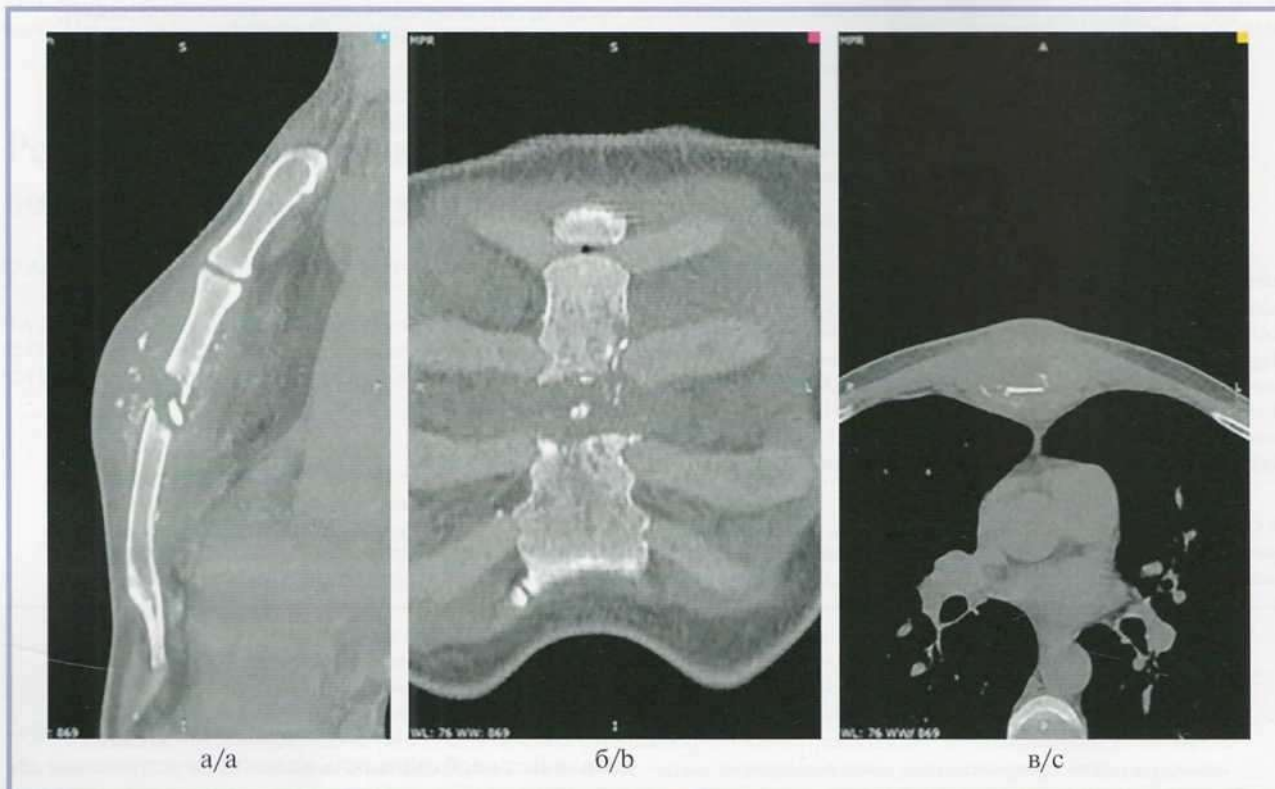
МСКТ-изображение литического очага тела грудины (метастаз рака почки): в боковом (а), горизонтальном (б) и вертикальном (в) срезах.
